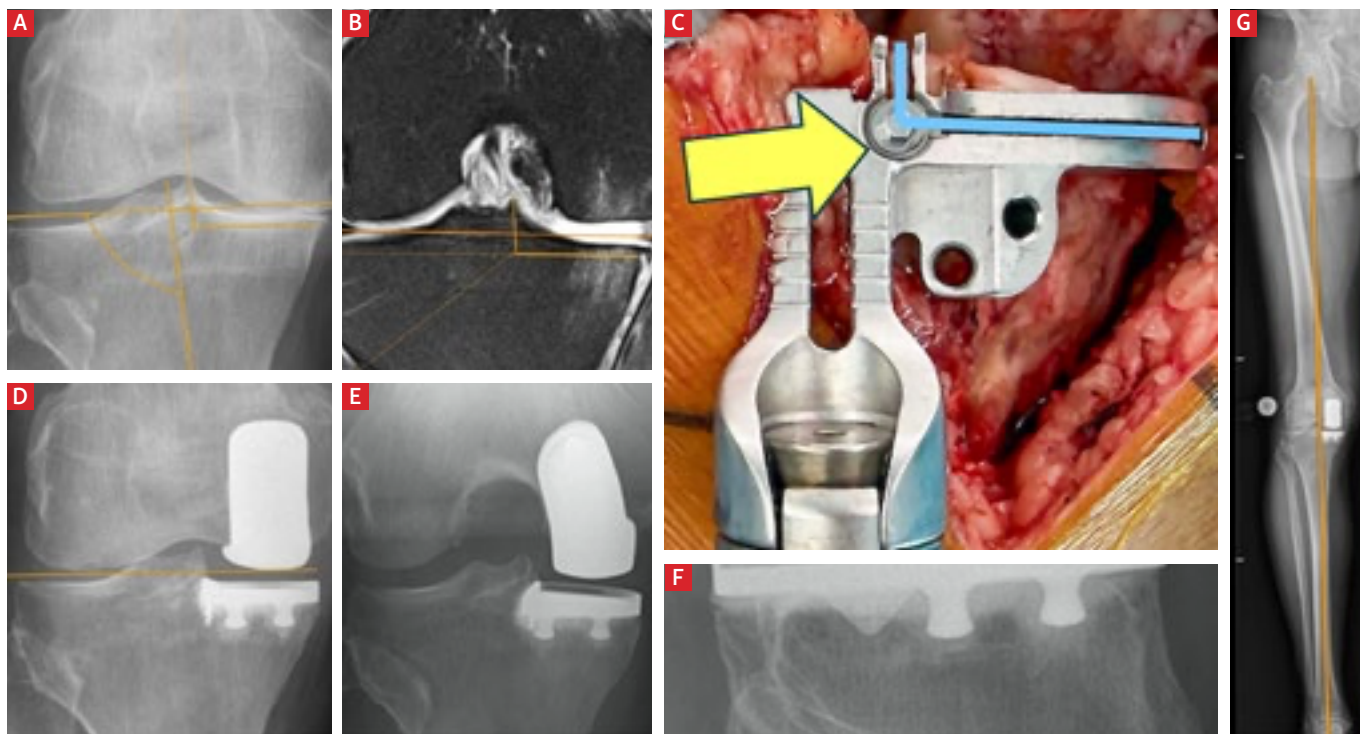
Operationstechnische Aspekte der medialen Knieeileprothese. Ziel ist eine knochenschonende Verankerung und präzise Ausrichtung der Komponenten zur Vermeidung von Fehlbelastungen und Lockerungen. Präoperative Planung des tibialen Knochenschnitts unter Berücksichtigung der natürlichen femoro-tibialen Gelenklinie im Röntgen (A) und MRT (B). Tibiale Knochenpräparation mit einer Schnittlehre, fixiert mit nur einem zentralen Pin im Scheitelpunkt der sagittalen und horizontalen Schnitte (C); bewusster Verzicht auf zusätzliche Pins zur Schonung des tibialen Knochens. Postoperativ regelrechte femoro-tibiale Gelenklinie mit zentrierter Ausrichtung von Femur- und Tibiakomponente in Streckung (D) und 90°-Flexion (E), kortikale Abstützung der zementierten Tibiakomponente in der Sagittalebene (F) sowie regelrechte mechanische Beinachse ohne Überlastung des lateralen Kompartiments (G).
